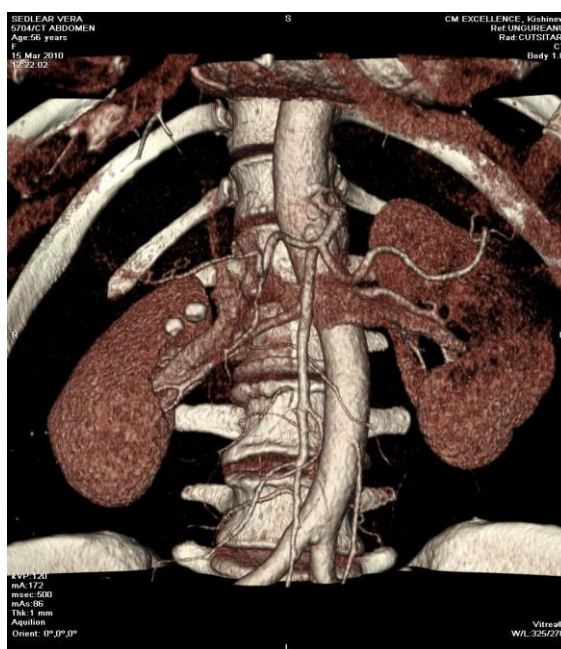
(Imagine CT în regim angiografic selectiv. Chist renal pe stânga).
